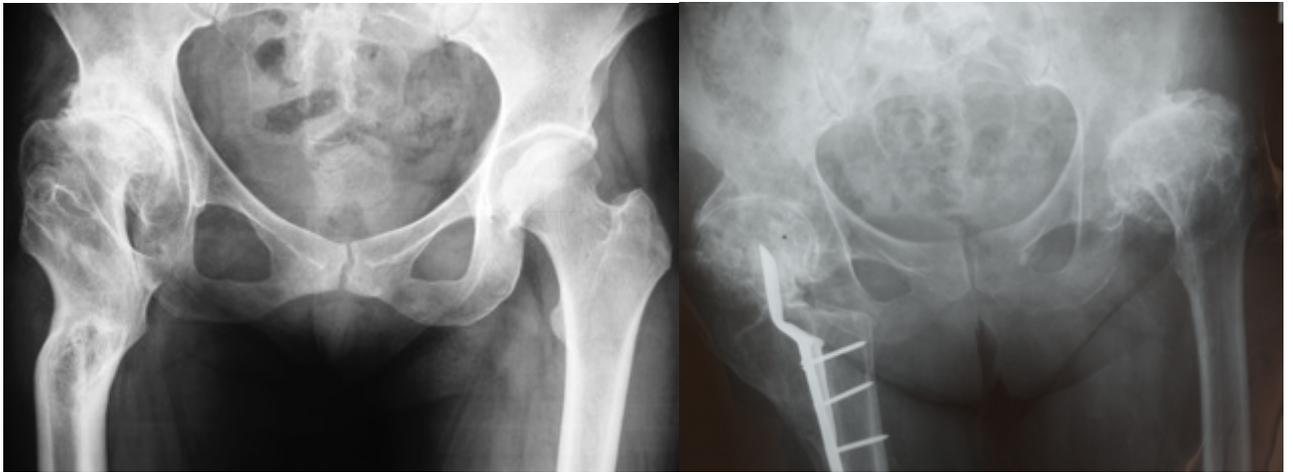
Рентгенограммы таза: а) пациентки 44 лет с правосторонним диспластическим коксартрозом (тип В1 по Hartofilakidis) и последствиями подвертельной корригирующей остеотомии; б) пациентки 76 лет с двусторонним диспластическим коксартрозом (тип В1 по Hartofilakidis) и последствиями межвертельной корригирующей остеотомии справа с наличием металлоконструкций
